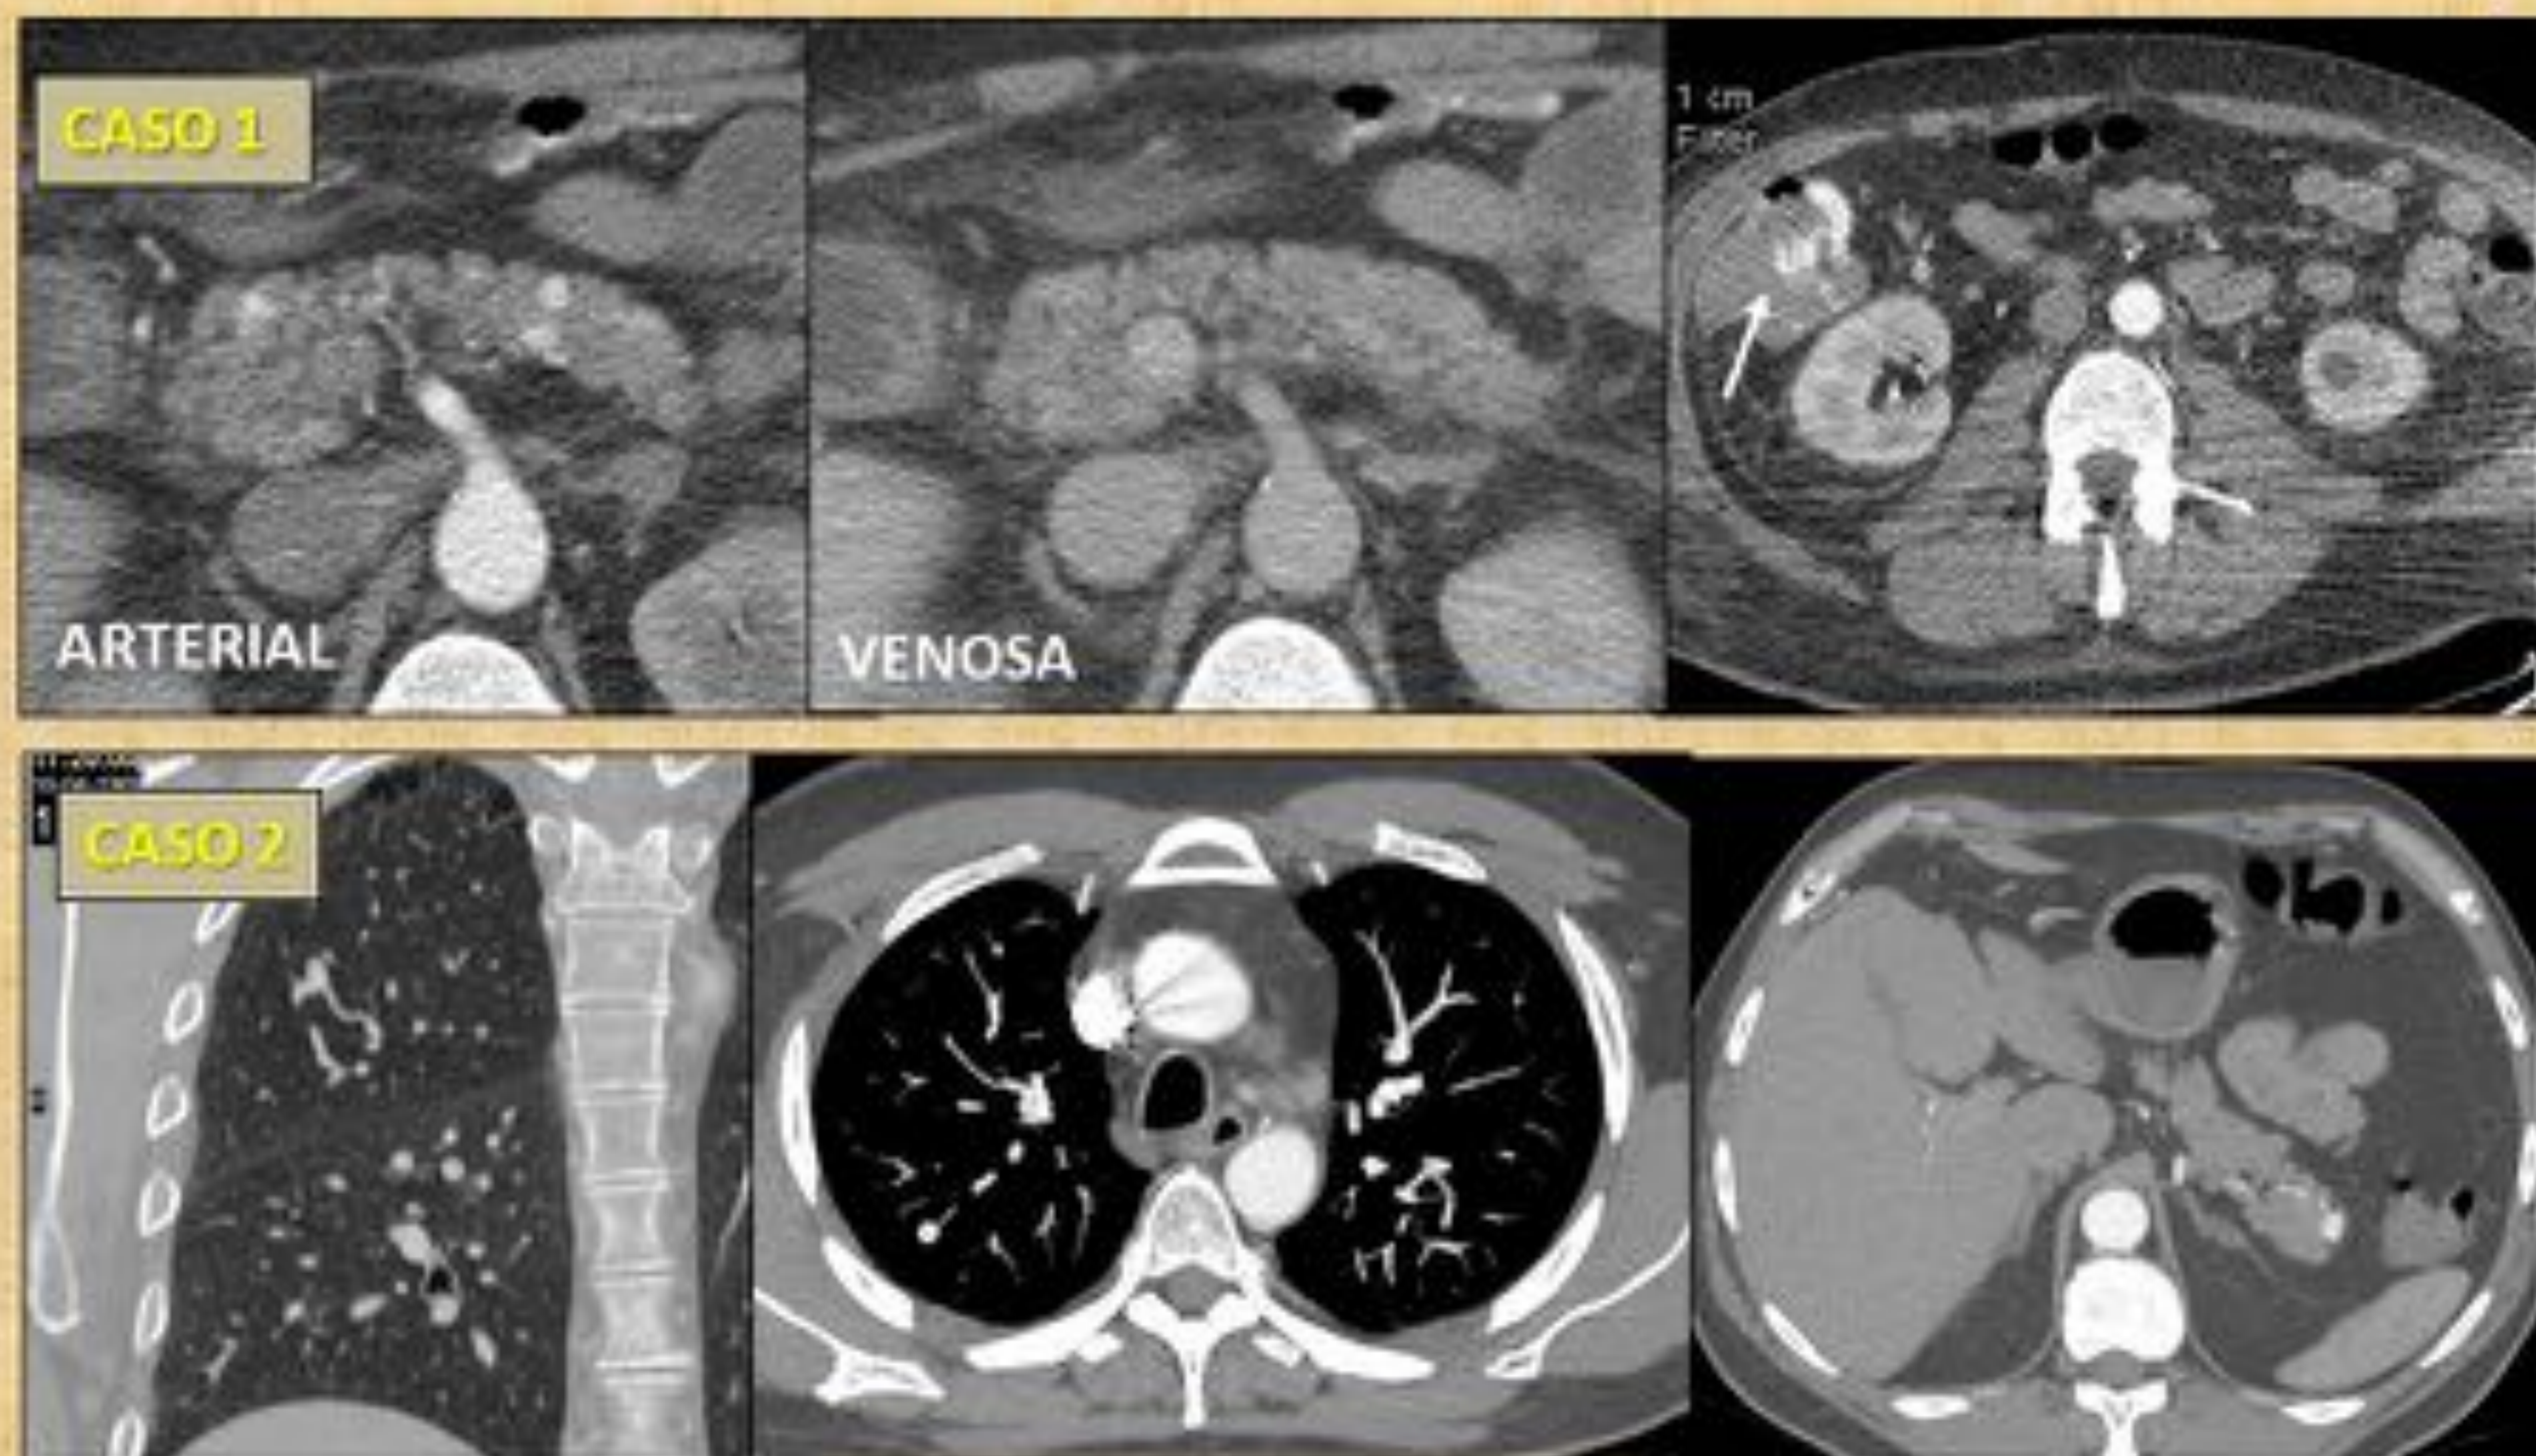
Pacientes con telangiectasia hemorrágica hereditaria. CASO 1: Paciente con enfermedad de Rendu Osler y sangrado gastrointestinal activo en colon ascendente (flecha blanca) en el que el estudio de TC demuestra la presencia concomitante de múltiples imágenes nodulares hipervasculares compatibles con telangiectasias pancreáticas que no se observaban en el estudio en fase venosa, hallazgo típico de esta entidad. CASO 2: MAV pulmonar en el LSD con su vena de drenaje asociado a pequeña telangiectasia en cola pancreática no complicada en paciente con lesiones cutáneas y TC realizado para despistaje de malformaciones vasculares.
